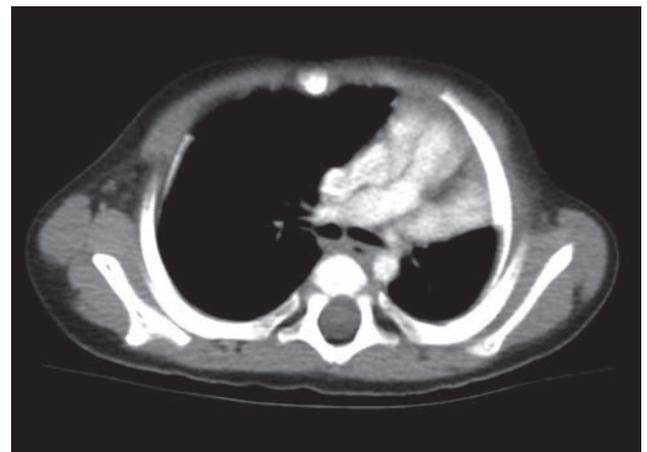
A. Corte axial de TC de tórax con contraste intravenoso (con ajuste de dosis según protocolo pediátrico). Se observa el desplazamiento de las estructuras mediastínicas hacia la izquierda. Se asocia a disminución del calibre de la arteria pulmonar izquierda respecto a la derecha, con ausencia de la arteria lobar superior izquierda, con hipoplasia del parénquima pulmonar adyacente.
